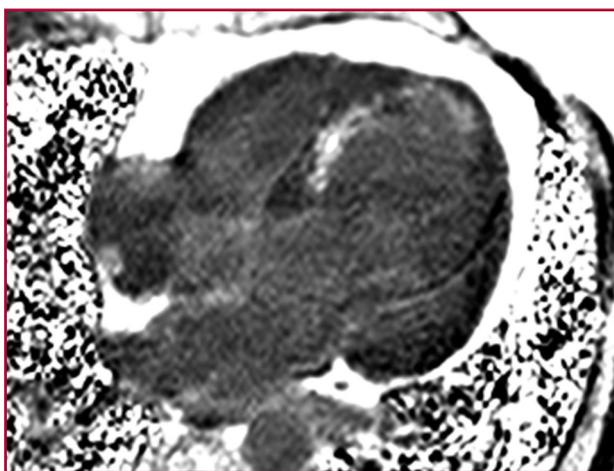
Resonancia magnética cardíaca. Imagen adquirida con supresión grasa. Véase explicación en el texto.
